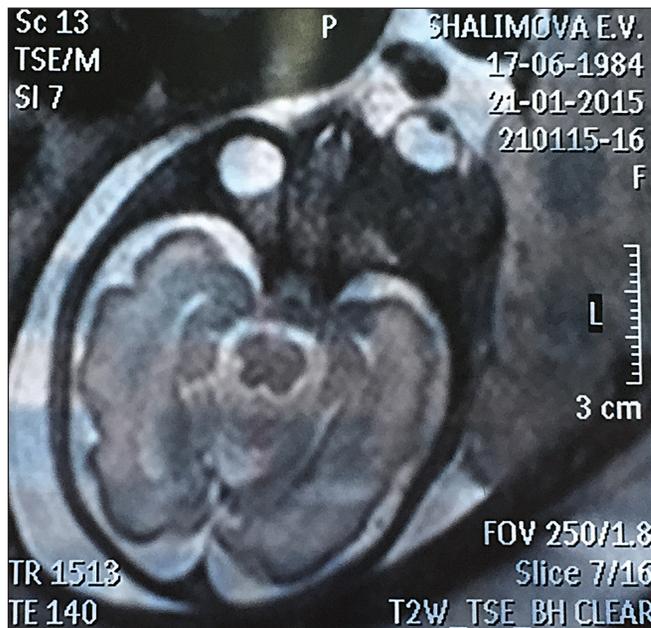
То же наблюдение. МРТ орбитальной области плода с правосторонней ретинобластомой (срок беременности 31 нед).
